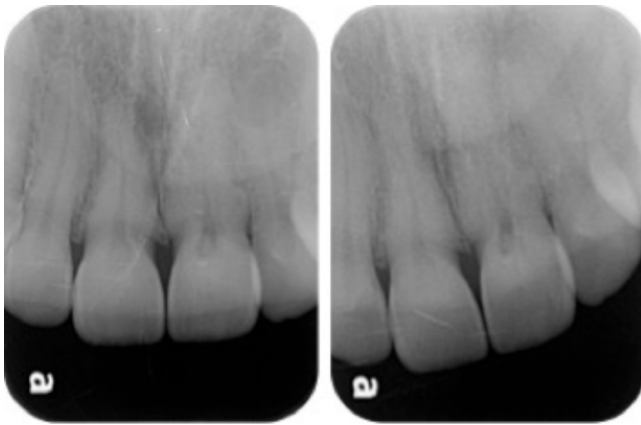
Radiografía periapical dientes 1.1 y 2.1.
